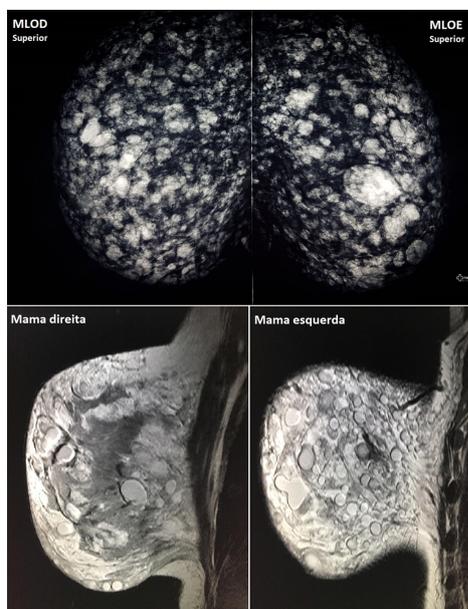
Mamografia e ressonância nuclear magnética das mamas, evidenciando silicone intramamário.
